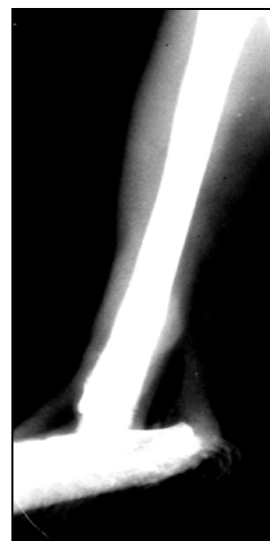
Рентгеновский снимок большеберцовой кости кролика третьей группы
